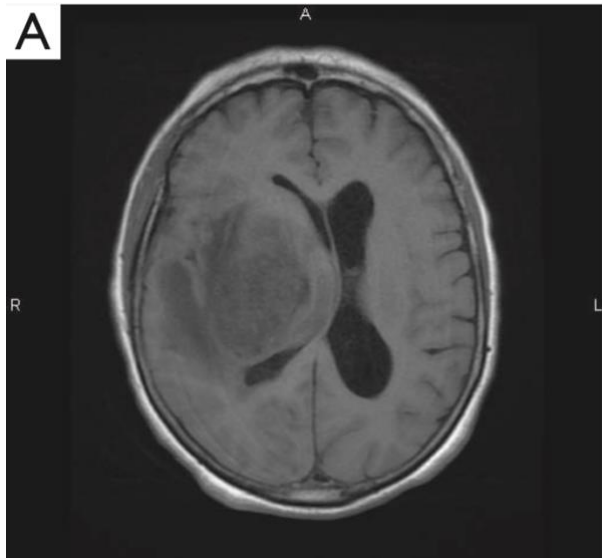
MRI in T1 senza mezzo di contrasto in sezione assiale
